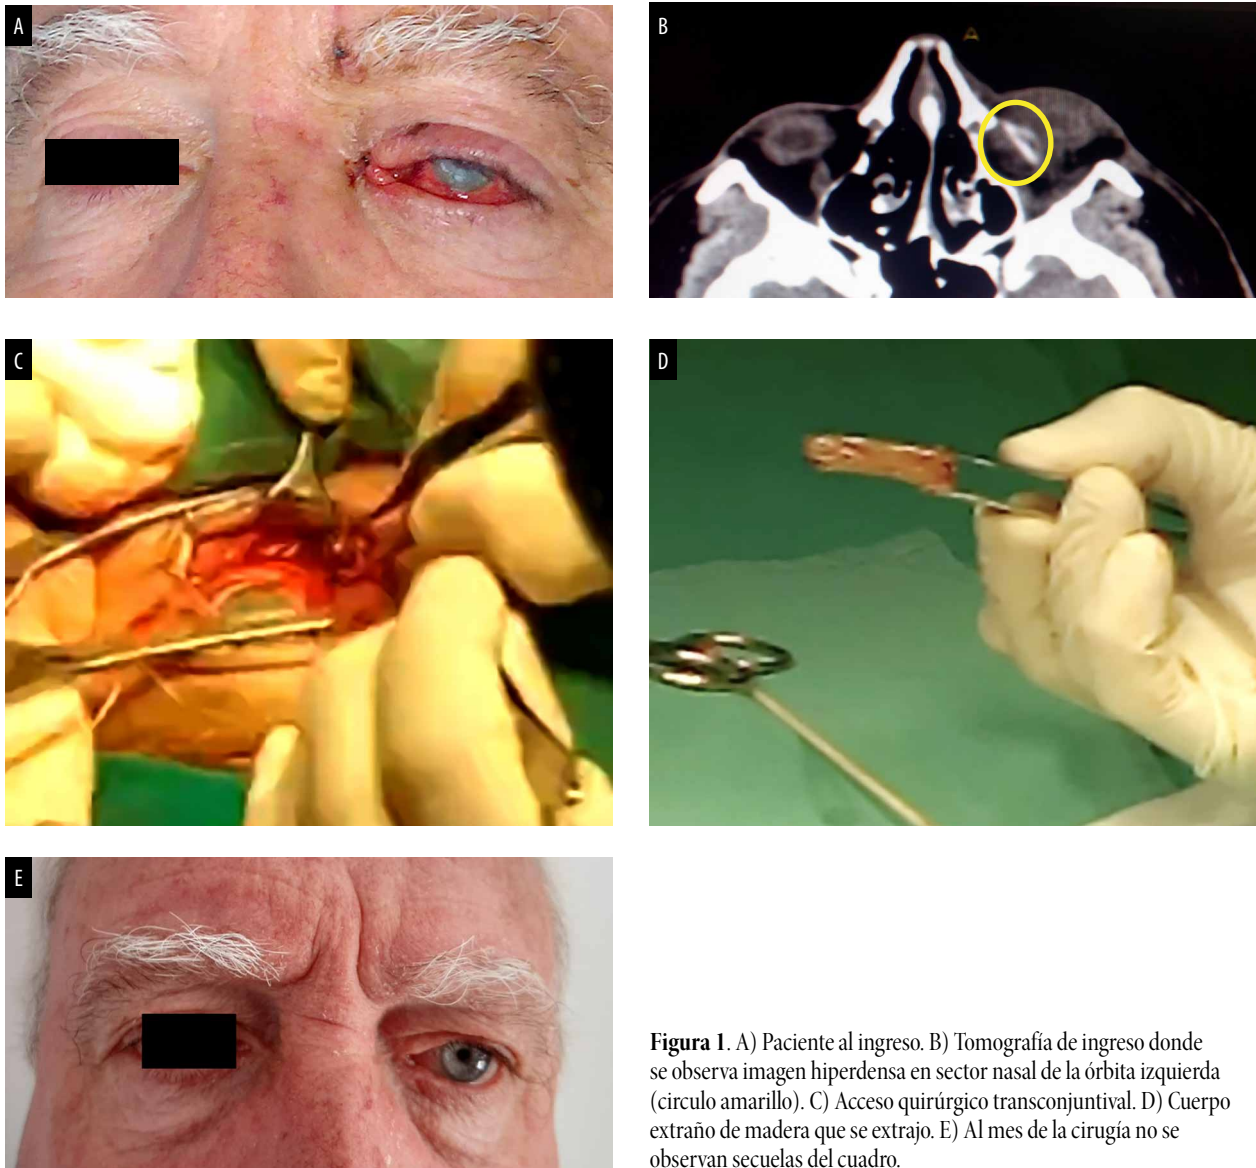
A) Paciente al ingreso. B) Tomografía de ingreso donde se observa imagen hiperdensa en sector nasal de la órbita izquierda (circulo amarillo). C) Acceso quirúrgico transconjuntival. D) Cuerpo extraño de madera que se extrajo. E) Al mes de la cirugía no se observan secuelas del cuadro.
